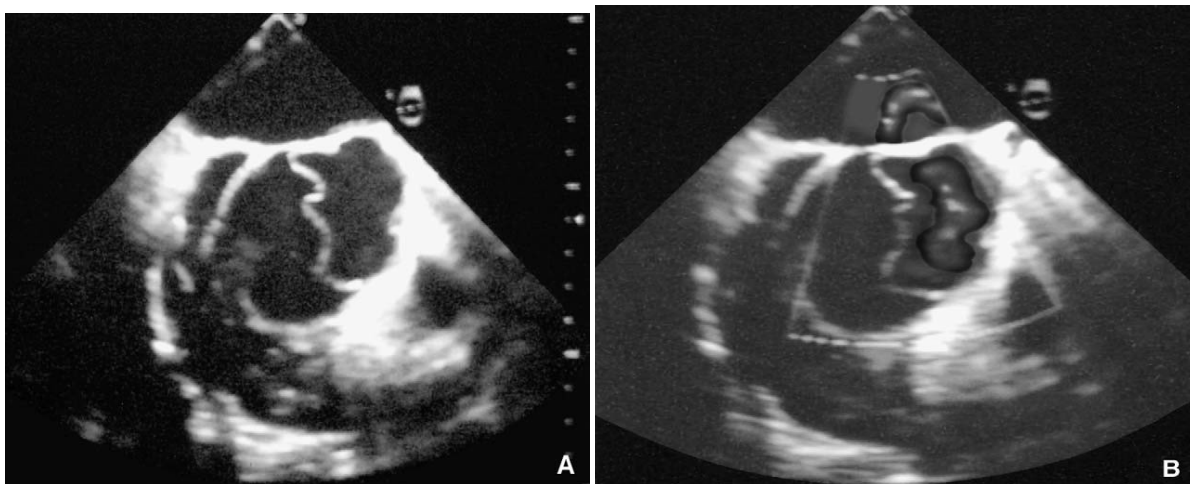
Échographie trans-œsophagienne montrant la membrane intimal dans la racine de l'aorte.
